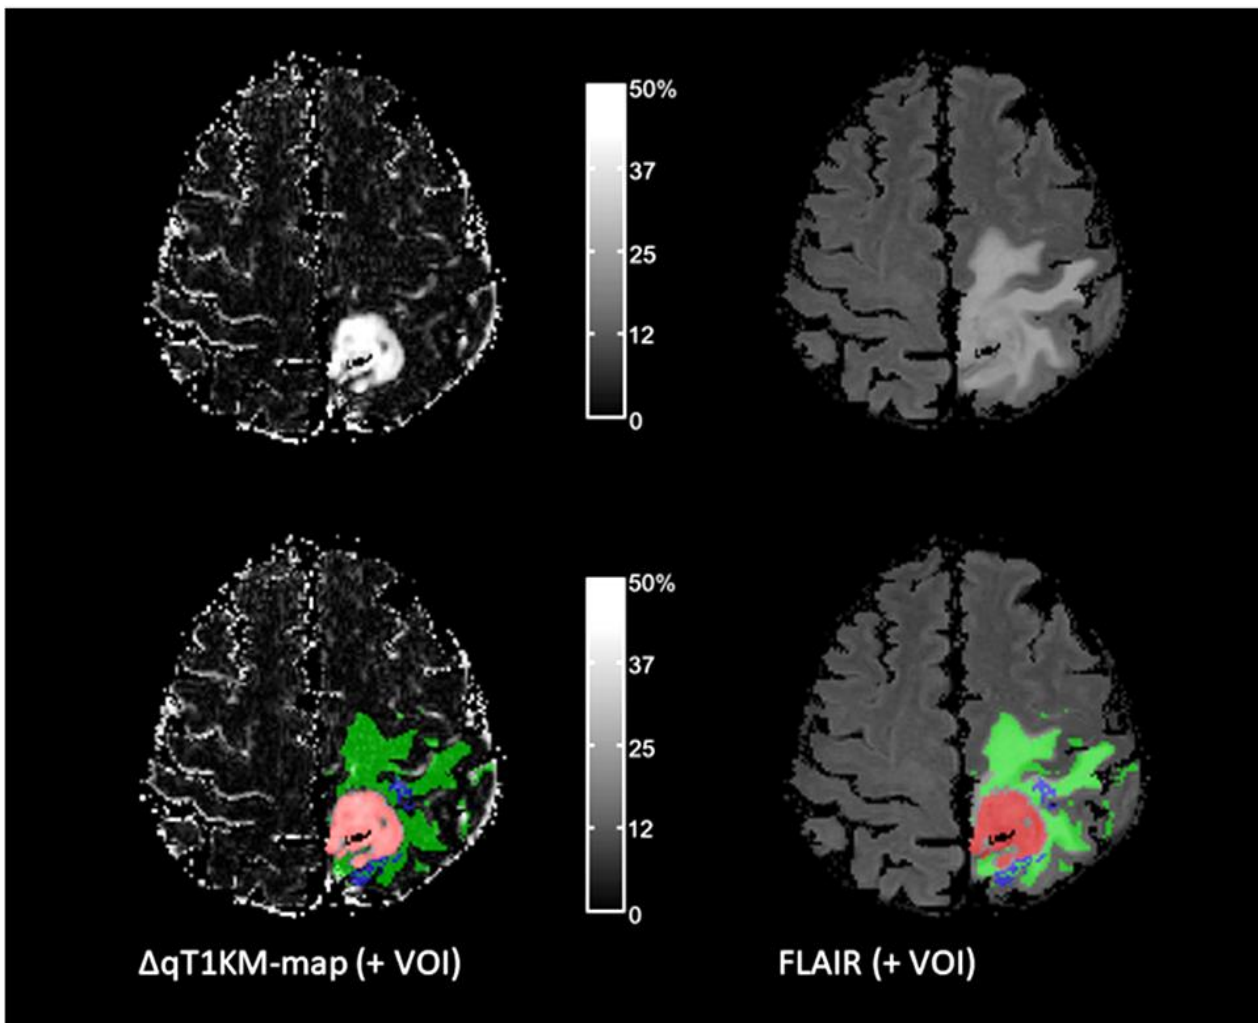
VOI = Volume Of Interest; Oben: $\Delta qT1KM$ -map und FLAIR-Aufnahme; unten: identische Schicht der $\Delta qT1KM$ -map bzw. FLAIR-Aufnahme mit applizierter VOI; rot: anreichernder Tumor; grün: Ödem; blau: Wolke
